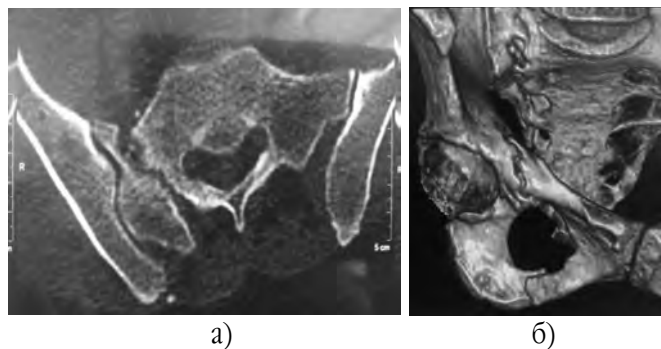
а) комп'ютерна томографія та б) 3D-реконструкція застарілого перелому бокової маси крижової кістки, переломів лобкової та сідничної кісток (тип С1) х-го Л.; в) пластиковий прототип з індивідуальною навігаційною системою для остеосинтезу крижової кістки гвинтами
